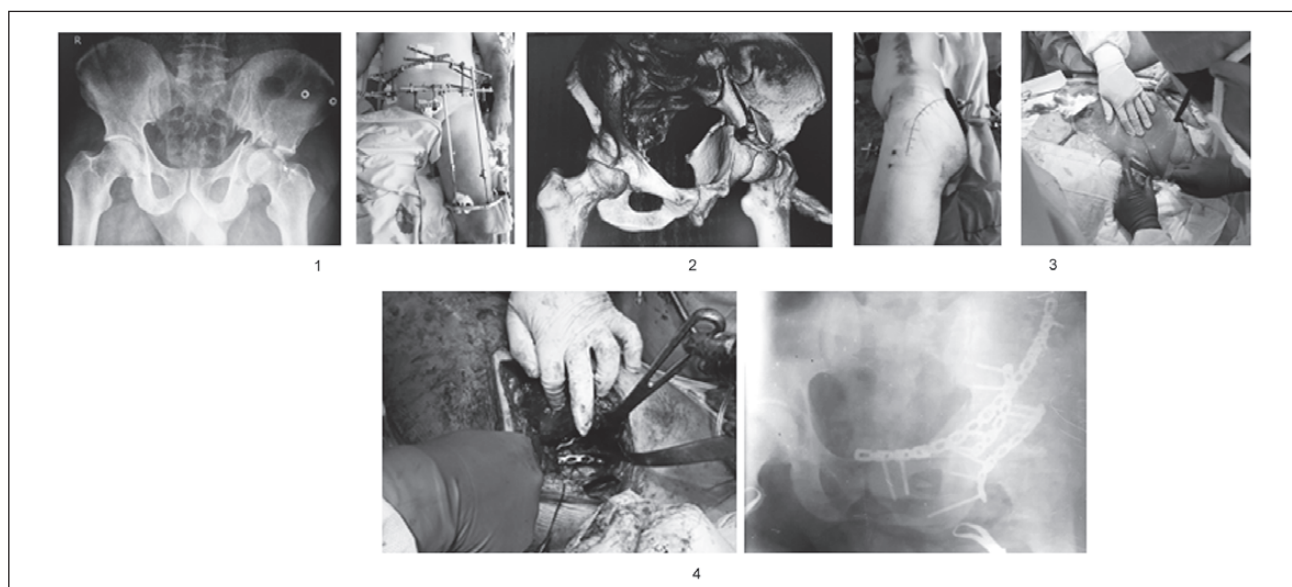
Хворий К., 1973 р.н. (47 років), і.х. № 906. Кататравма: 1 — первинні рентгенограми та первинна допомога; 2 — КТ із 3D-реконструкцією; 3 — доступи: Кохера — Лангенбека та внутрішньотазовий із латеральним вікном; 4 — дві пластини на задню колону та післяопераційна рентгенограма
